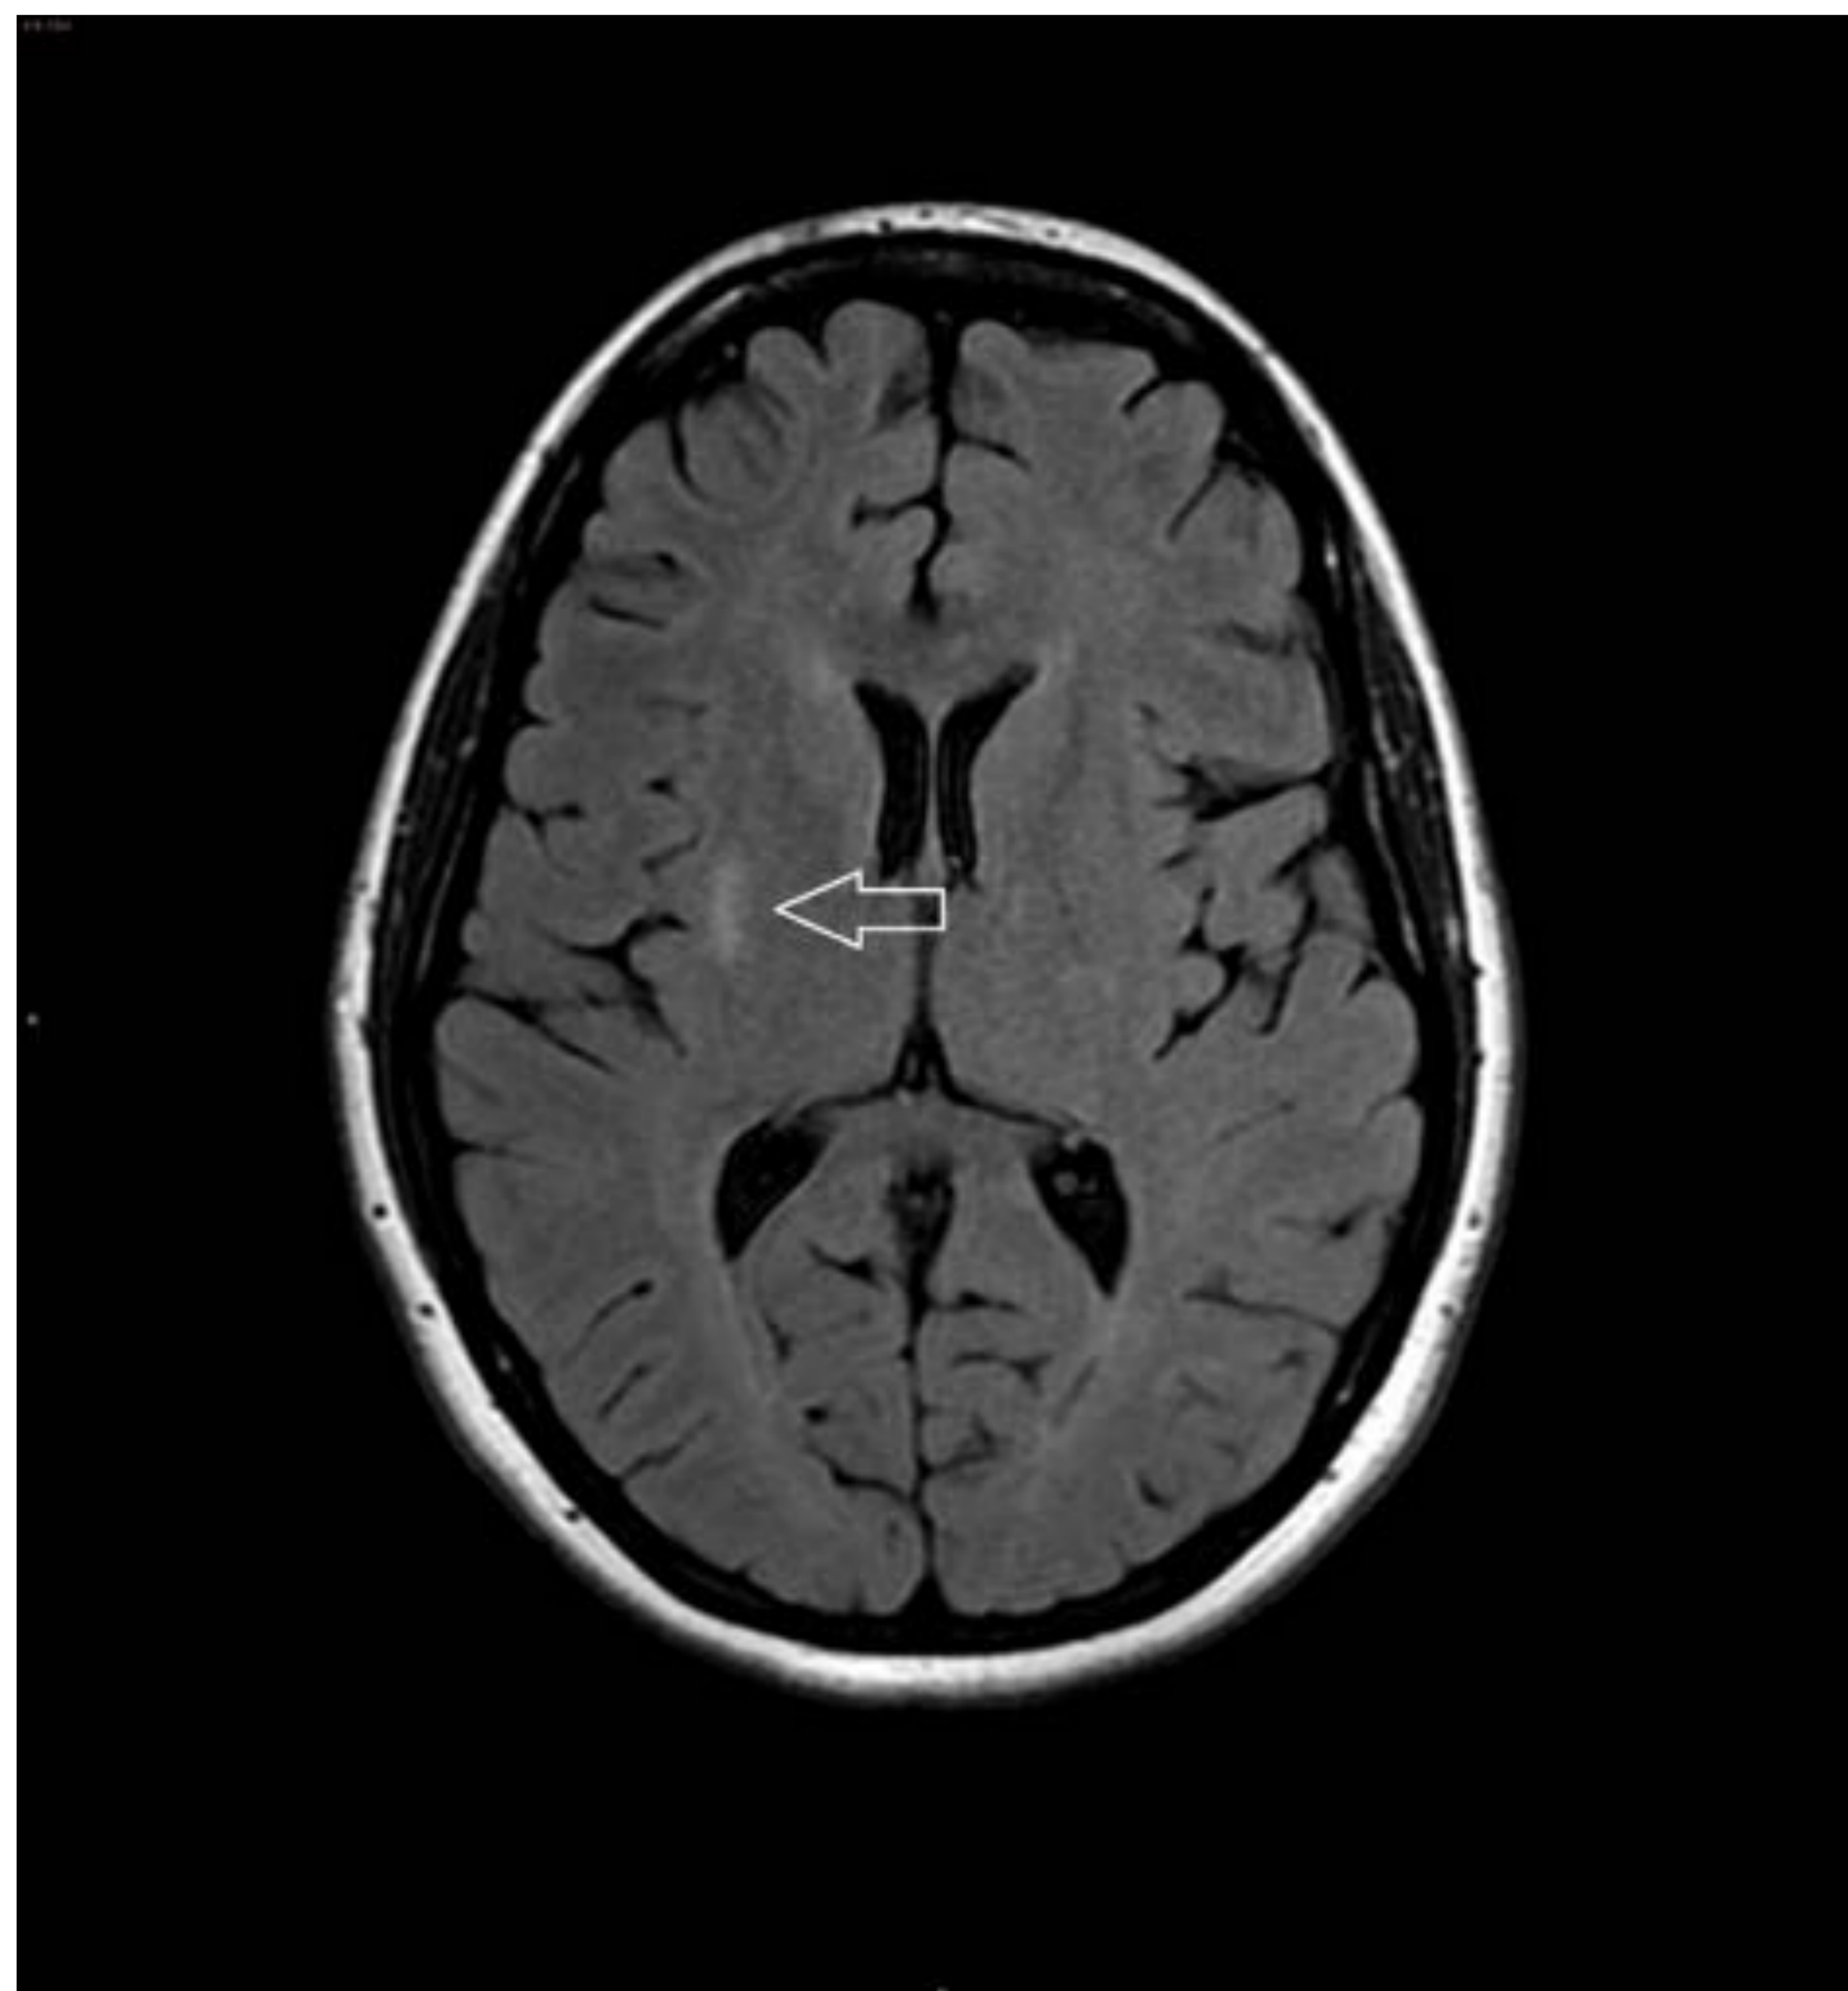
Foco hiperintenso en FLAIR (que no restringe de la difusión) en la cápsula externa derecha compatible con infarto isquémico crónico.
